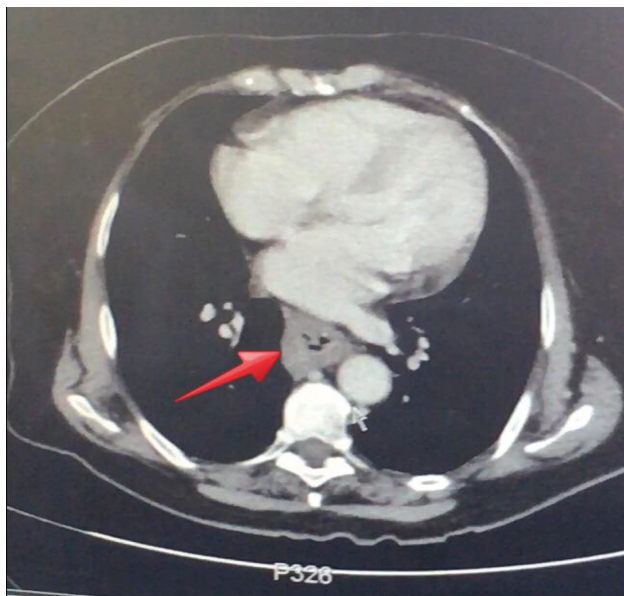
TOMOGRAFIA COMPUTADORIZADA DE ABDOME SUPERIOR – seta indicando esôfago e seu espessamento de parede, com presença de dupla luz no interior do órgão.
